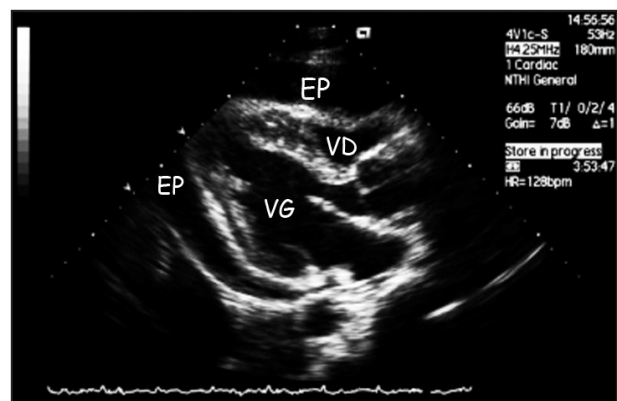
Echocardiographie transthoracique. Epanchement péricardique circonférentiel et compression du ventricule droit. (EP = Epanchement péricardique; VG = Ventricule gauche; VD = Ventricule droit).
